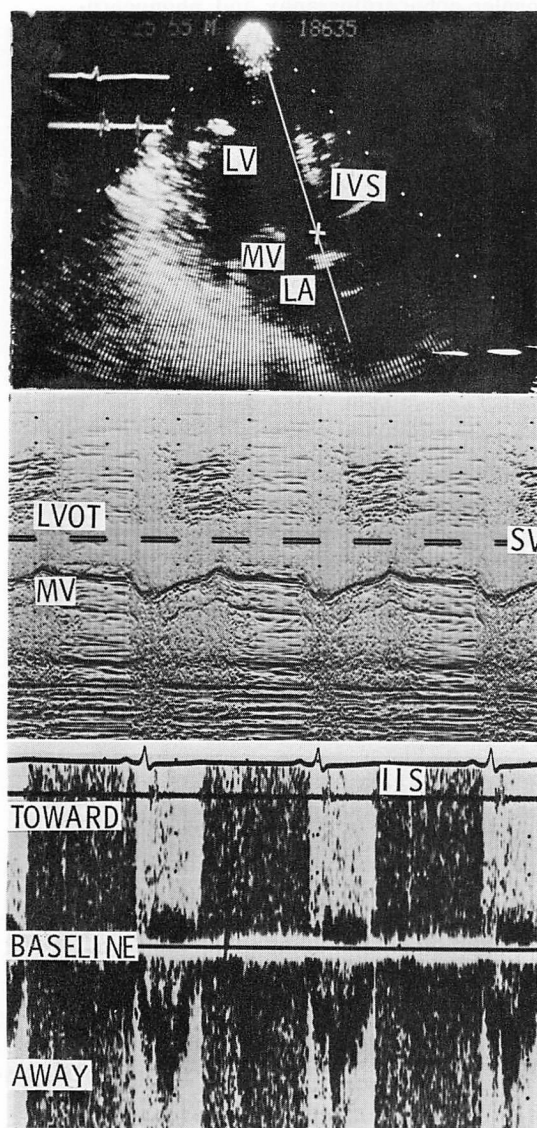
Two-dimensional and pulsed Doppler echocardiograms in a case of aortic regurgitation.
